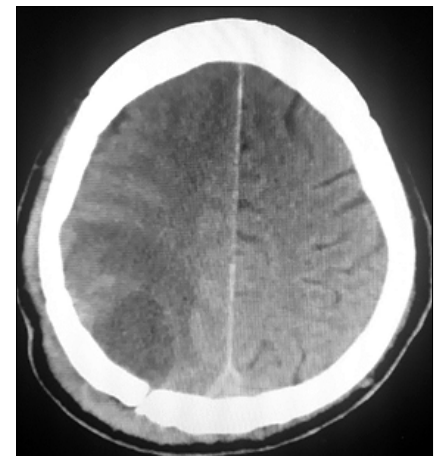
TC cráneo simple que evidencia lesión hipodensa en región occipital derecha compatible.
